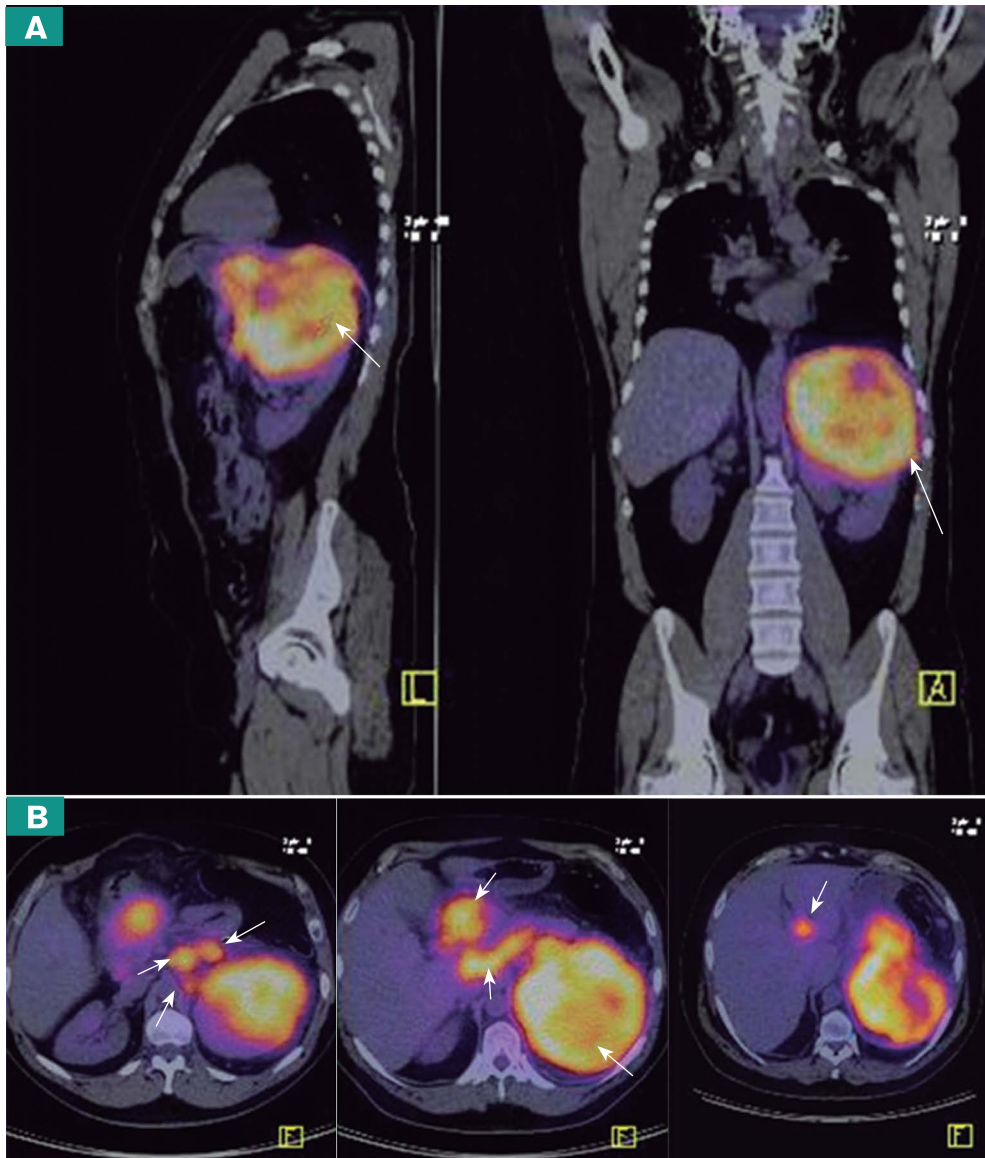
Estudio de PET-CT con ^{18}F -FDG, en un paciente para estadificar un carcinoma renal de células claras de riñón Furhman IV. A. Imágenes sagital y coronal de fusión PET-CT; se observa un intenso aumento de actividad metabólica en la lesión primaria (riñón izquierdo) y deformidad renal. B. Cortes axiales de la misma fusión PET-CT en los que se observa compromiso hiliar renal, de la cápsula renal, extensión ganglionar regional y una metástasis hepática. Este paciente pasó a cirugía, con quimioterapia y radioterapia adyuvantes. Dr. Iván Fabricio Vega González.
